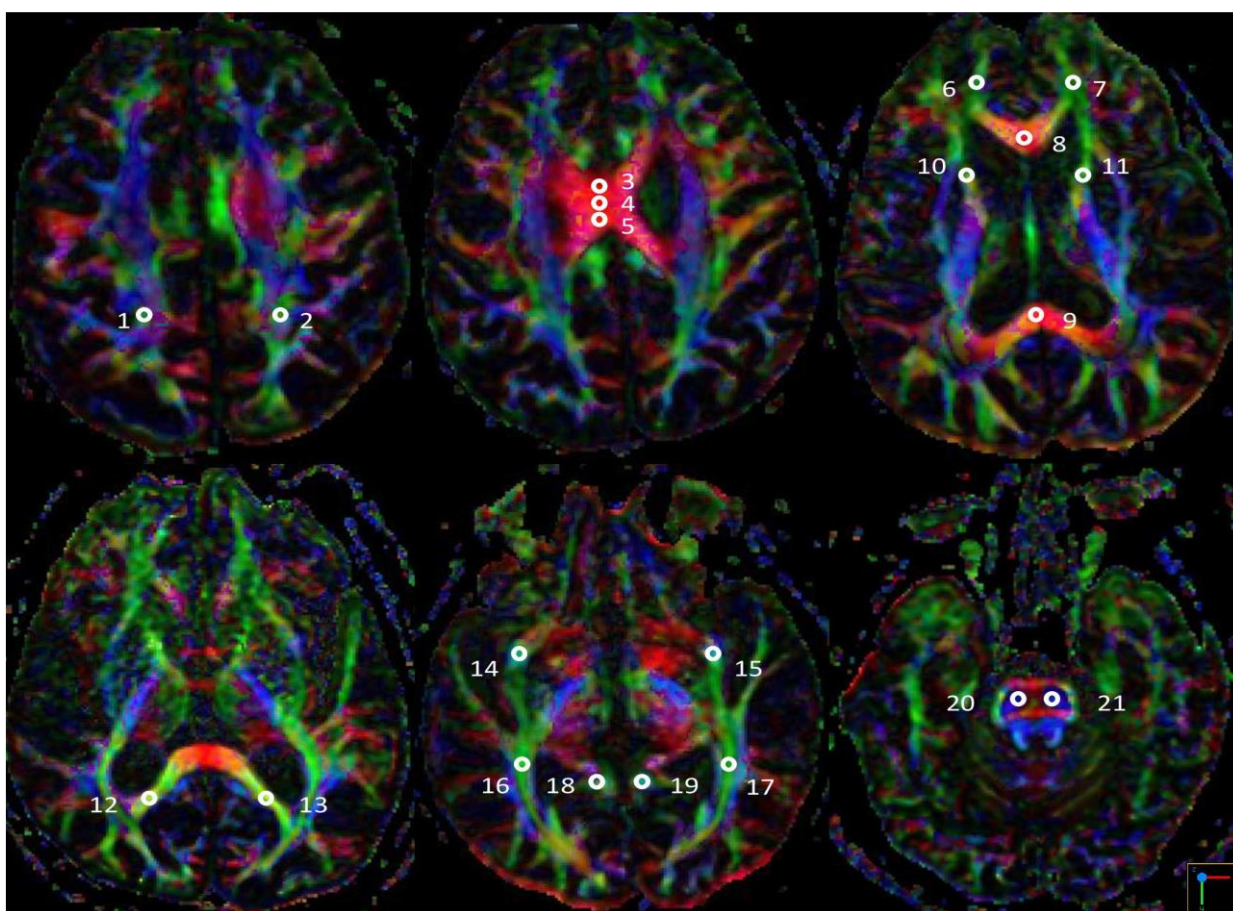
Приклад МРТ зображень дифузійного тензора із вибором досліджуваних ділянок.
